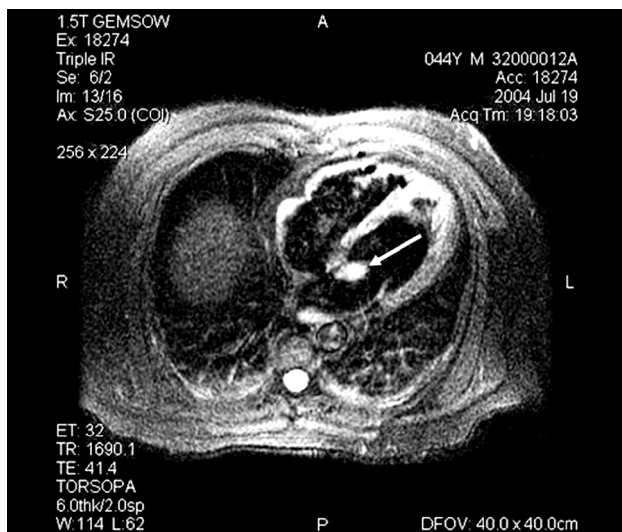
Ressonância magnética de coração em corte de quatro câmaras identificando átrios e ventrículos, evidenciando imagem nodular pediculada em átrio esquerdo (seta). (Foto cedida pelo Serviço de Ressonância Magnética do InCor HCFMUSP.)
